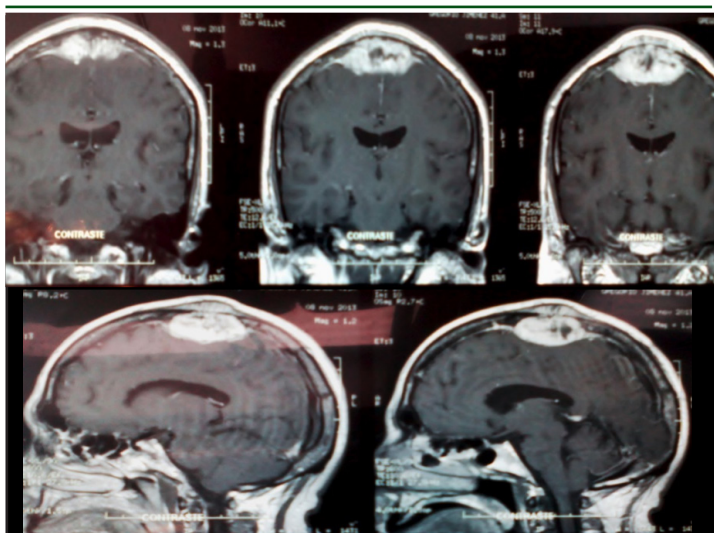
Resonancia magnética cerebral T1 contraste gadolinio: Superior: Corte coronal que demuestra la presencia de una LOE que involucra el hueso frontal y el hueso parietal bilateral, la cual ejerce compresión sobre el cuerno anterior de ambos ventrículos laterales. Inferior: Corte sagital donde evidenciamos la presencia de una LOE que compromete la región frontoparietal, de igual manera se puede evidenciar invasión dural y edema perilesional.
